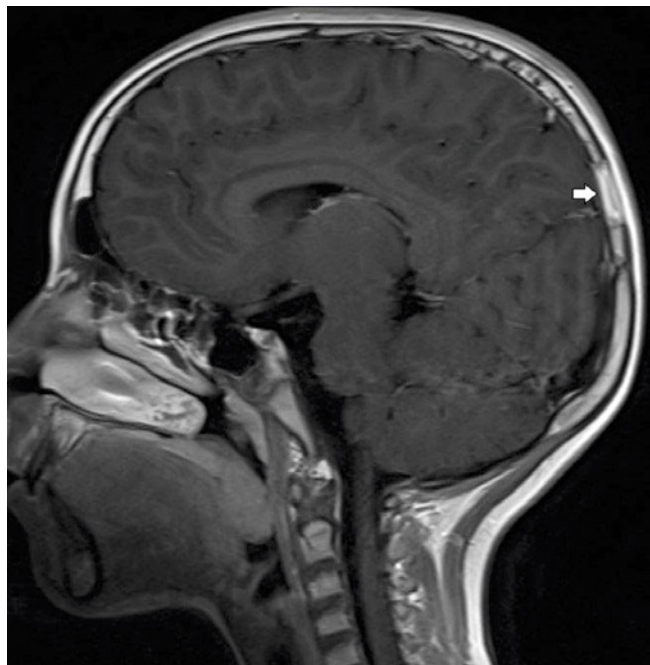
Obraz RM bezpośrednio po przyjęciu. A. Obraz w projekcji strzałkowej T1-zależny. Zmiana jest izointensywna w stosunku do istoty szarej (biała gwiazdka). B. Obraz w projekcji strzałkowej T2-zależny. Zmiana o pośredniej intensywności sygnału z obszarami wewnątrz zmiany o wysokim sygnale w stosunku do istoty szarej (biała gwiazdka). C. Obraz w projekcji strzałkowej T1-zależny po dożylnym podaniu kontrastu (gadolin). Wzmocnienie peryferyjnie nieco intensywniejsze niż w centrum zmiany (biała gwiazdka)
